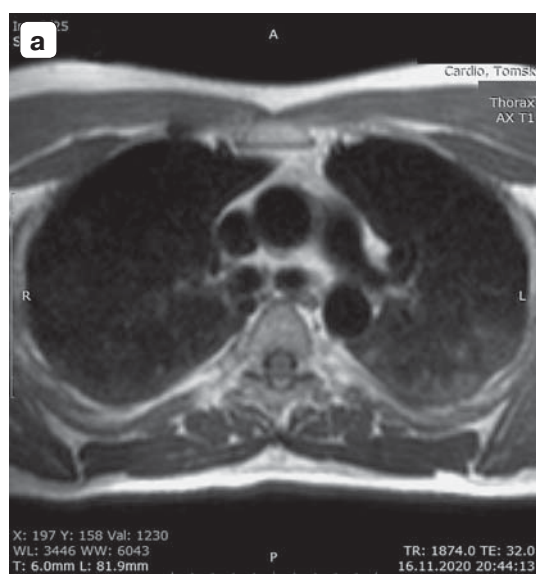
Типичный случай соотношения изображения пневмонического очага поражения – в задних отделах левого легкого, при МРТ ОГК у пациента с пневмонией и положительной пробой на COVID-19, в режимах T1ВИ (а), T2ВИ (б) и в диффузионно-взвешенном режиме с фактором $b = 800$ (в). Можно видеть лучшее разрешение по интенсивности и более протяженную область поражения, визуализированную с помощью T1ВИ, нежели чем T2ВИ МРТ и диффузионно-взвешенный режим.
